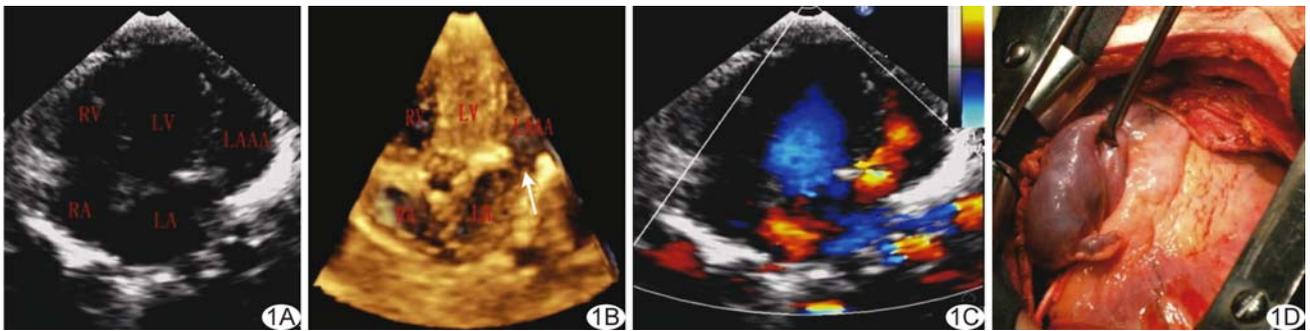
先天性左心耳瘤 A. 超声心动图; B. 实时三维超声心动图(箭示无回声区与左心房通道); C. CDFI; D. 术中所见左心耳瘤 (RV: 右心室, LV: 左心室, RA: 右心房, LA: 左心房, LAAA: 先天性左心耳瘤)
